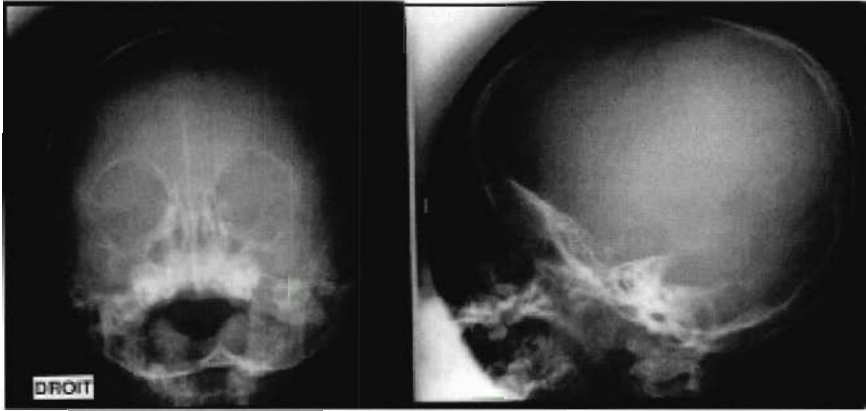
Radiographie du crâne face et profil
